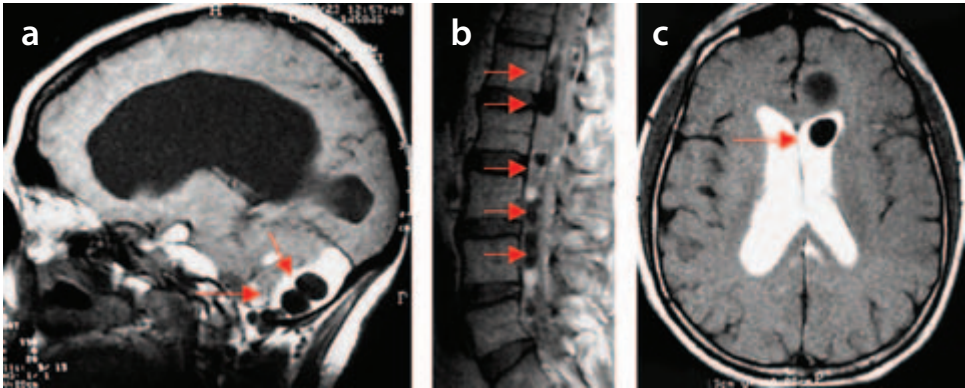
Cisternorresonancia en columna lumbar y base de cráneo. a) RM sagital T1: defectos de llenado en las cisternas de la base del cráneo por lesiones vesiculares quísticas. b) RM sagital T1: defectos de llenado en la cisterna intrarraquídea por lesiones vesiculares quísticas. c) RM axial: lesión vesicular quística en el interior del receso ventricular frontal izquierdo. (Con un agradecimiento especial al doctor Jesús Higuera Calleja por la donación de estas fotos.)
